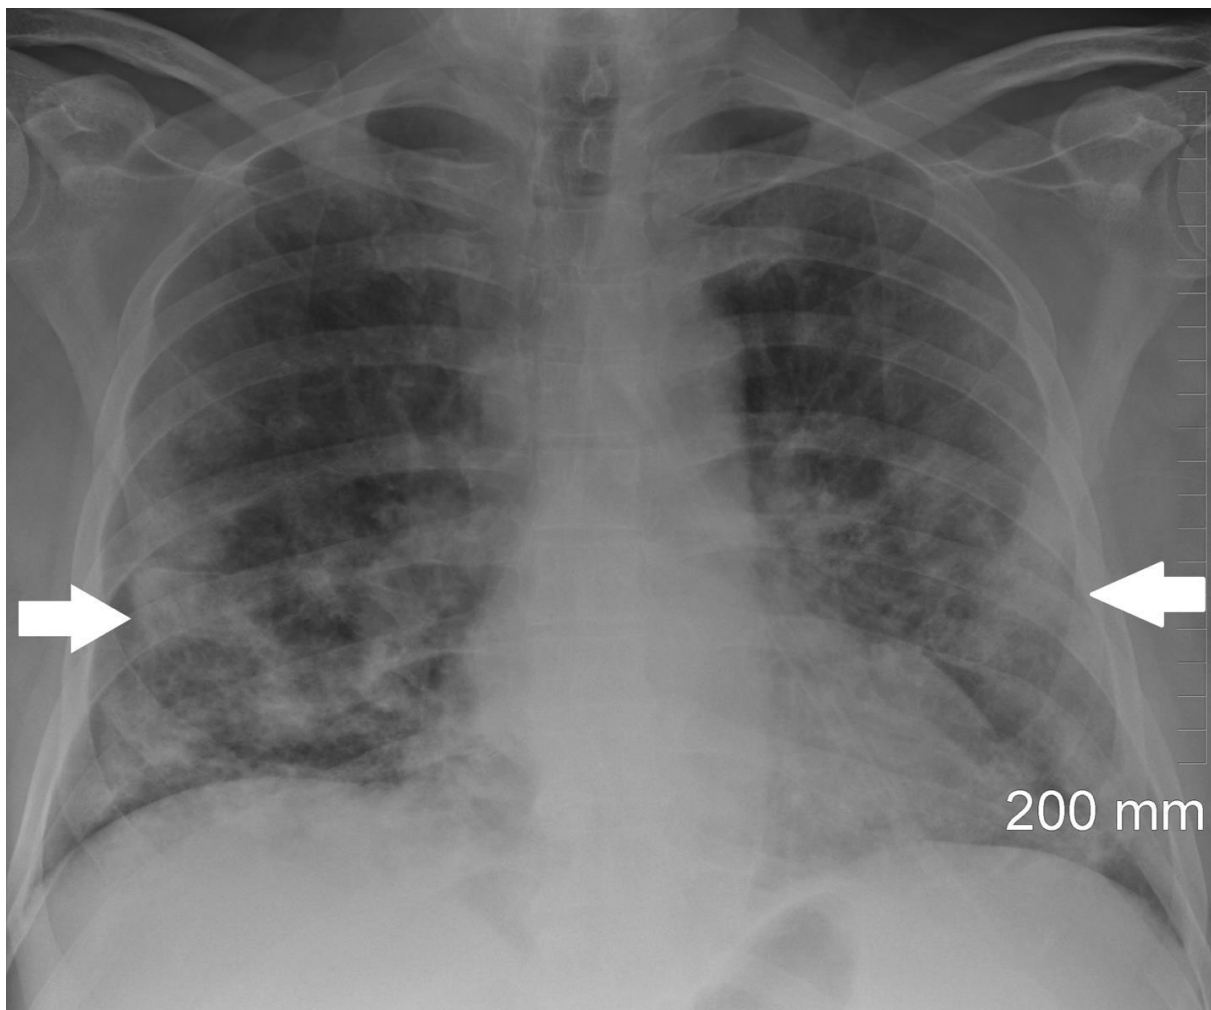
Radiographie thoracique montrant des opacités périphériques (flèches) bilatérales prédominant dans les lobes inférieurs avec absence de liquide pleural [207]
